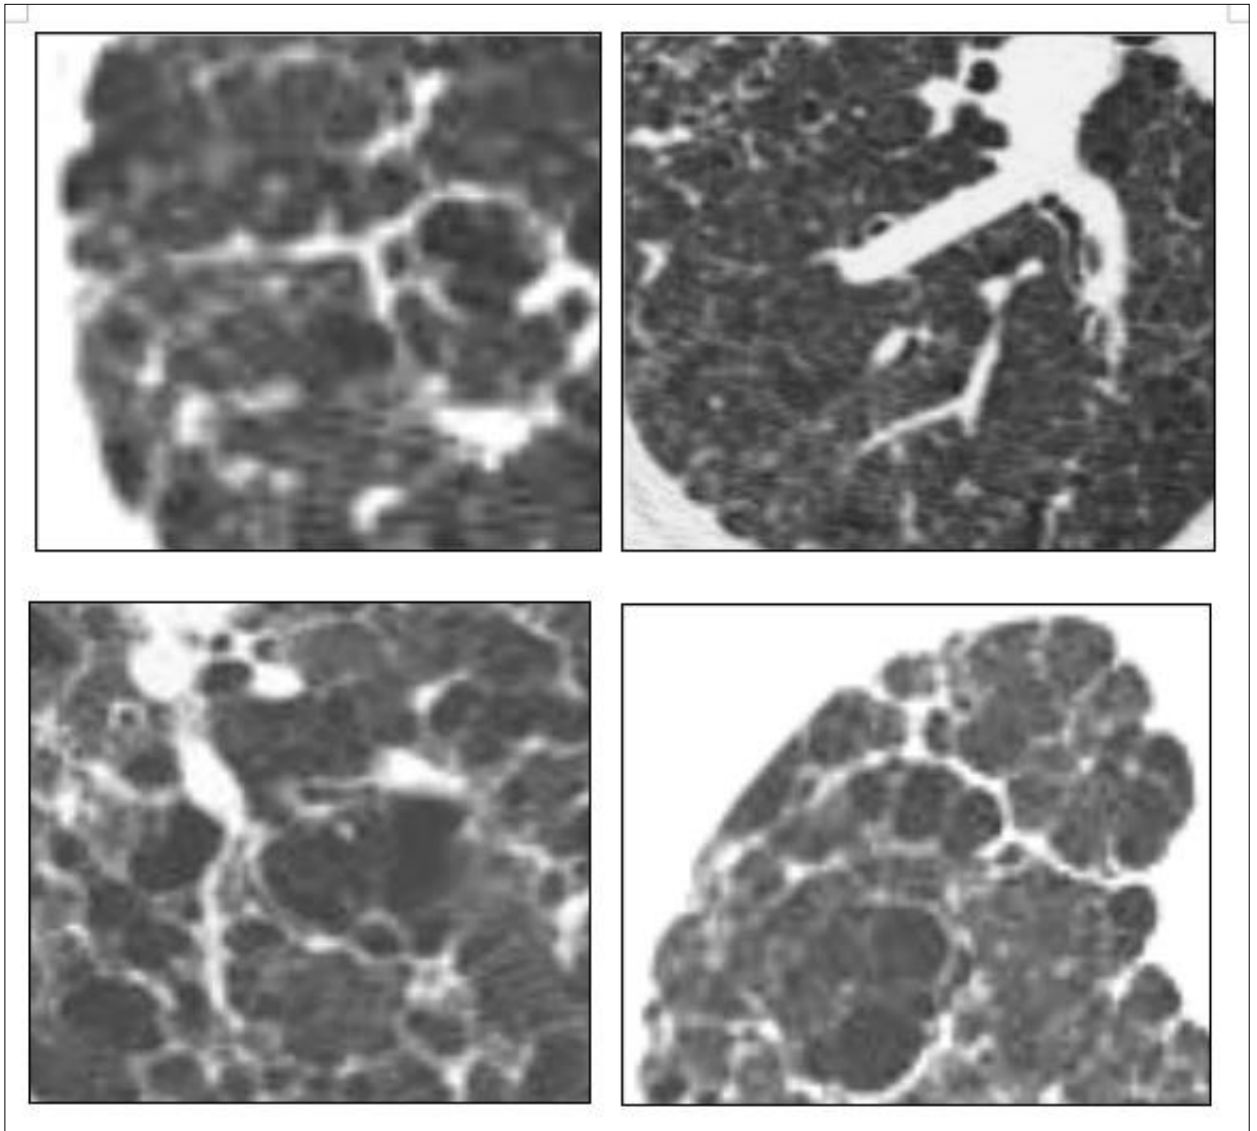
Фрагменты компьютерных томограмм, отображающие варианты фиброзных изменений при гистиоцитозе. Выявляются множественные разнокалиберные кисты, выраженные фиброзные изменения тяжистого типа, утолщение стенок кист, перибронховаскулярный фиброз, плевральные спайки
